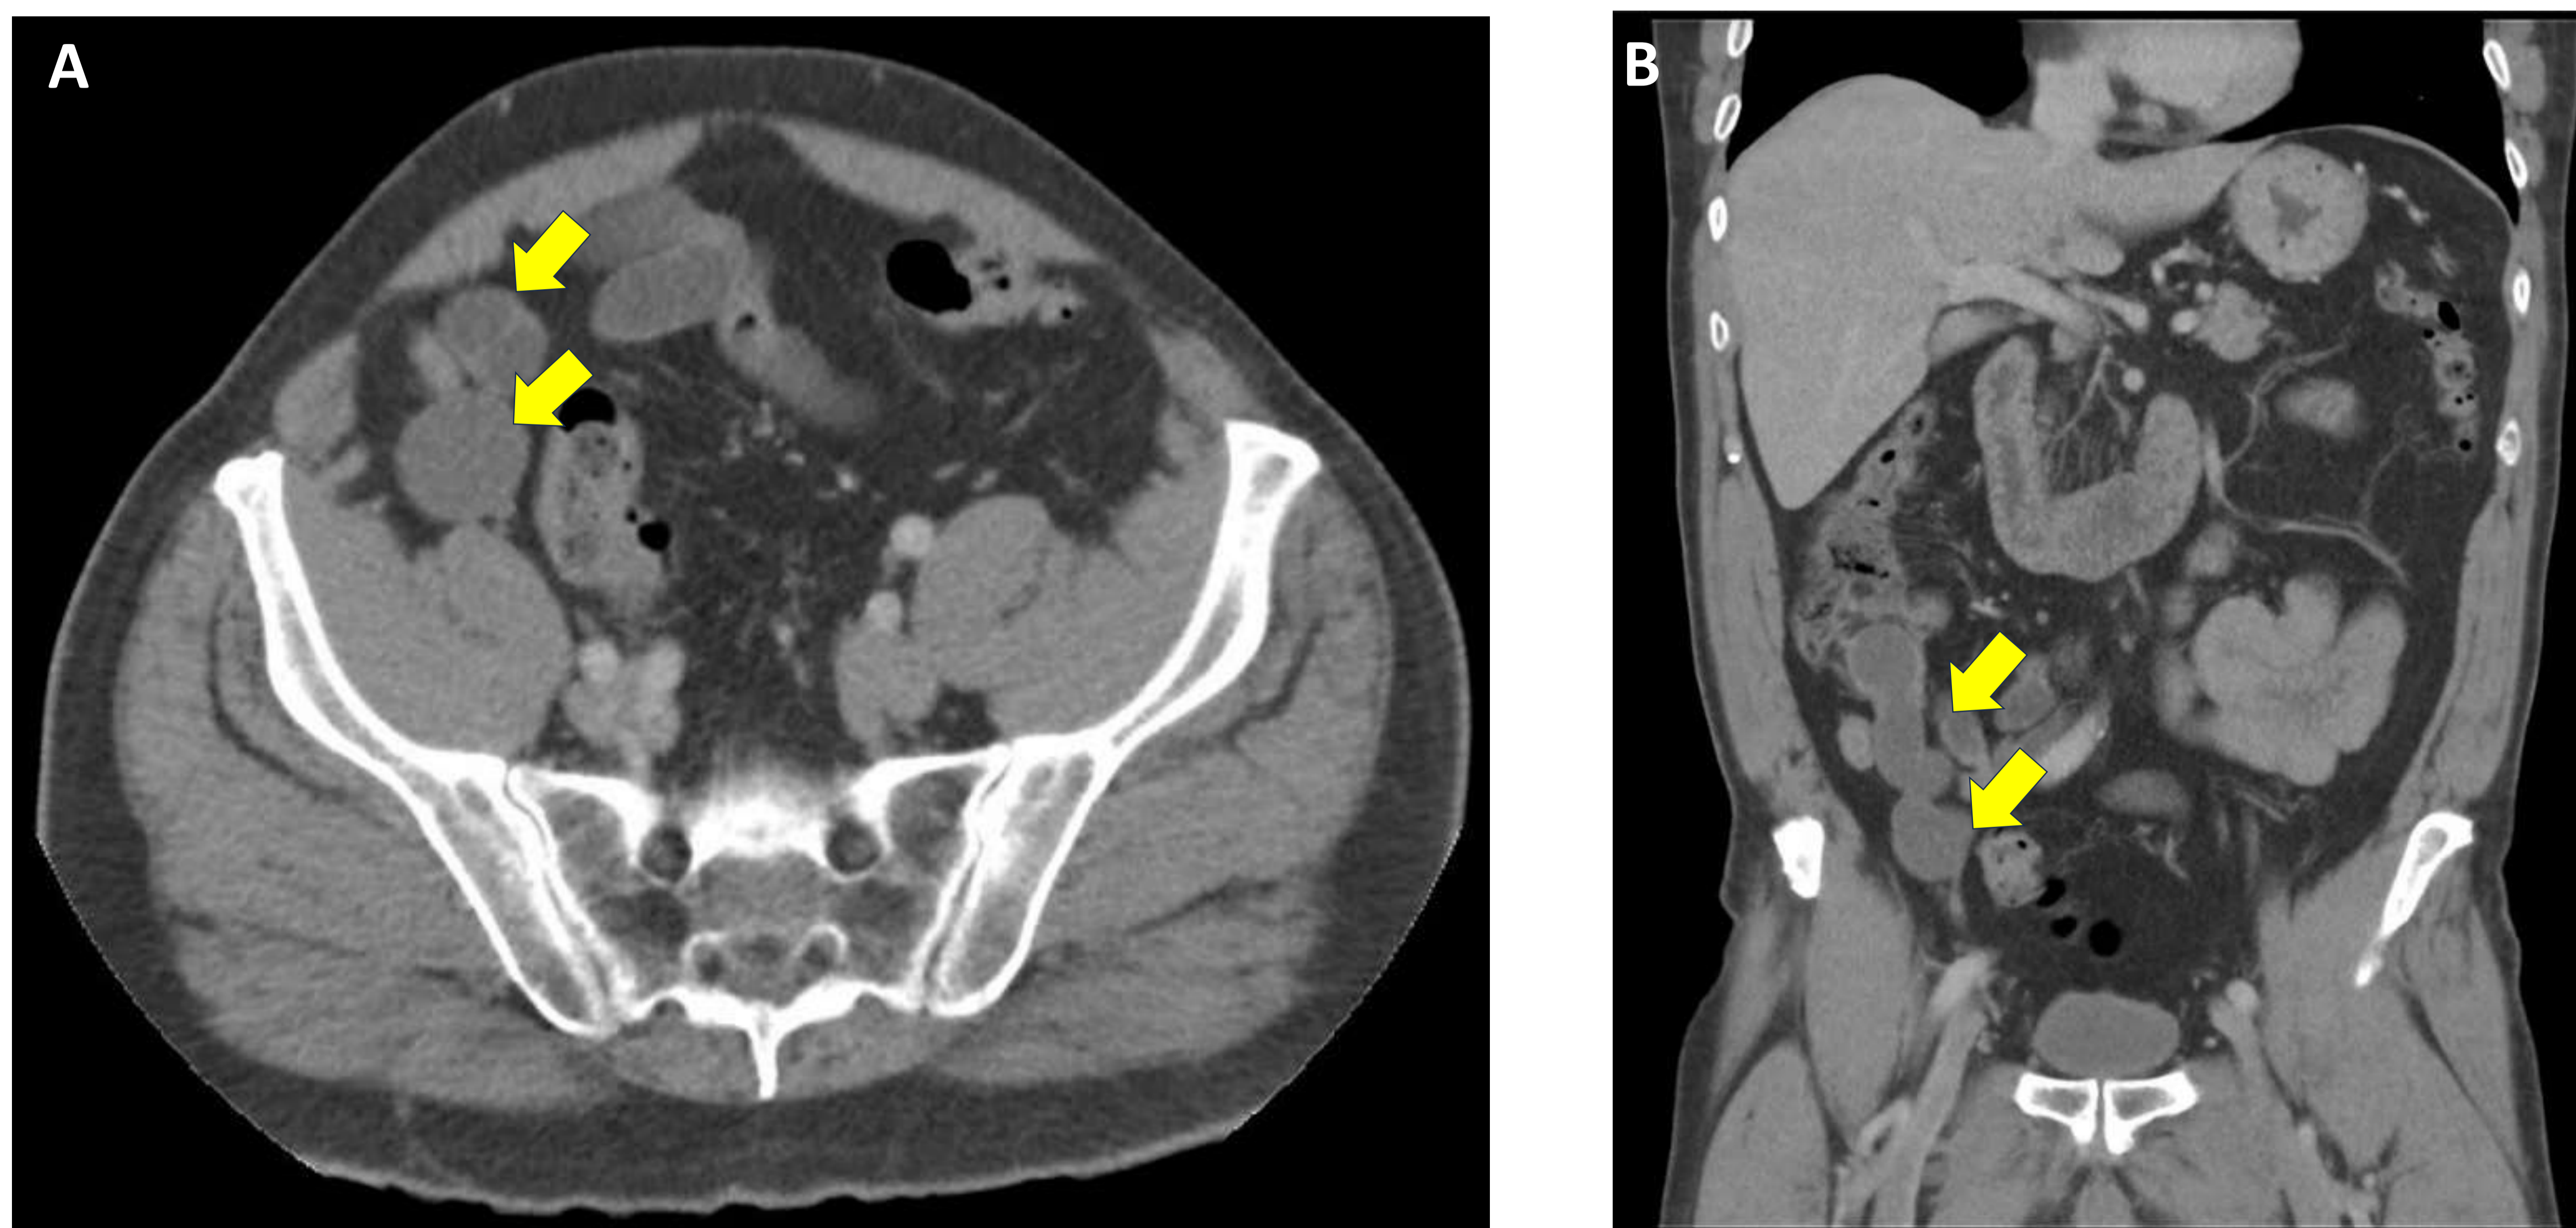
TC abdominopélvico, corte axial (A) con reconstrucción coronal (B). Masa quística de morfología tubular en fosa iliaca derecha dependiente del apéndice (*flechas*), en relación con mucocele apendicular no complicado.
